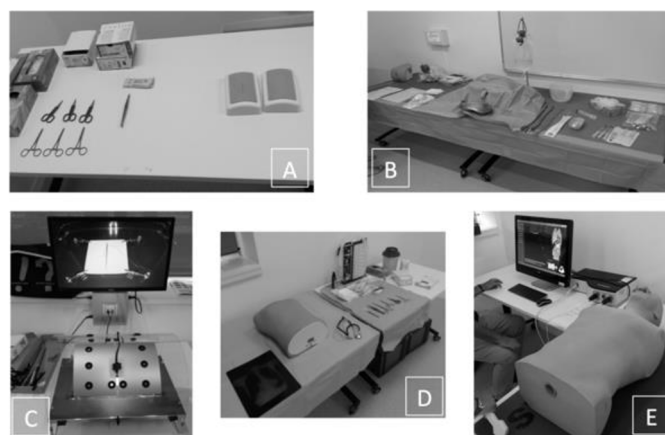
Matériel pédagogique des cinq stations pour l'évaluation de 2018. (A) Suture cutanée ; (B) Sondage urinaire masculin ; (C) Atelier cœlioscopie ; (D) Drainage thoracique ; (E) Échographie abdominale.
